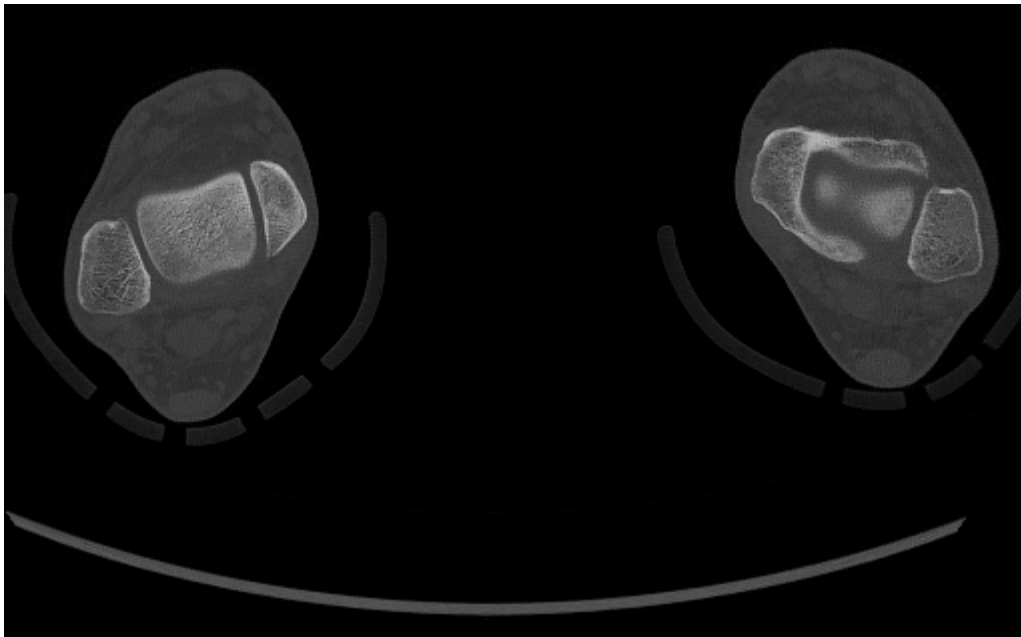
Horizontalebene der unkorrigierten CT - Bildern
